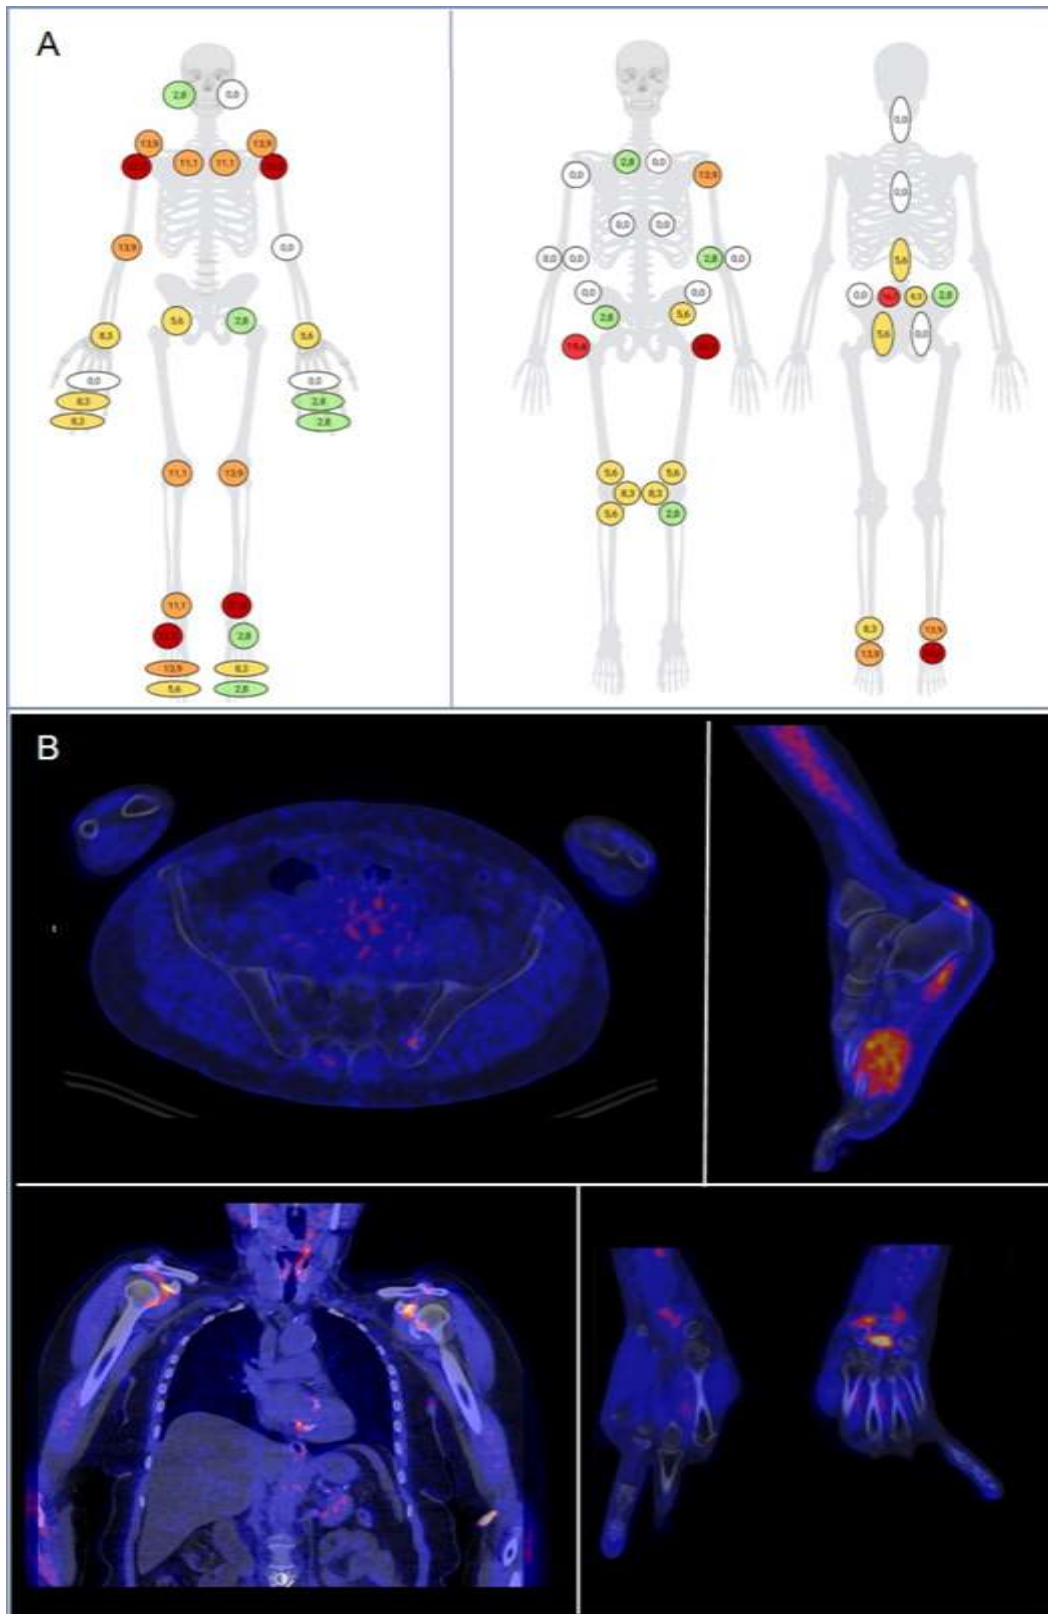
Distribution of ^{68}Ga -FAPI-04-PET/CT findings in the joints (Panel A, left) and entheses and axial skeleton (Panel A, right). Panel B: PET/CT images of psoriasis patients showing increased ^{68}Ga -FAPI-04 uptake in the left sacroiliac joint (left upper quadrant), at the Achilles tendon entheses and plantar fascia (right upper quadrant), in the synovial recesses of the shoulder joints (left lower quadrant) and in the left wrist joint (right lower quadrant).
